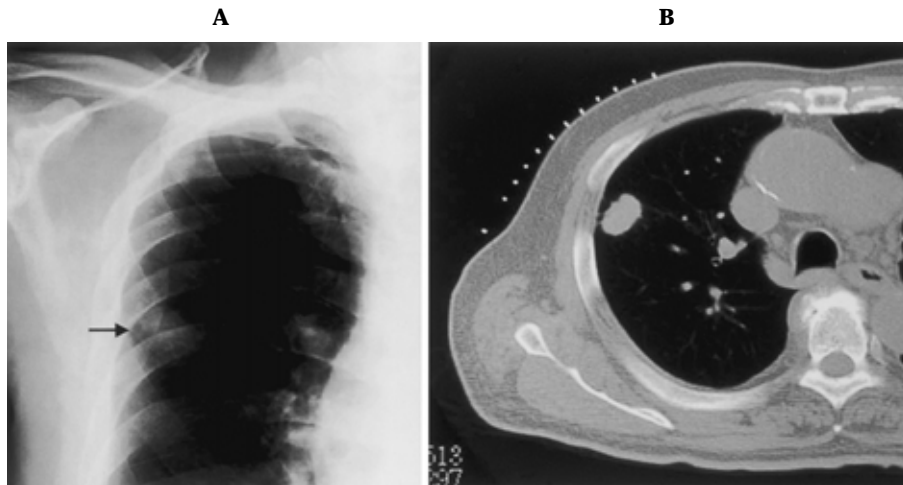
A. Chest X-ray shows an ill-defined tumor in the right upper lung field. B. Chest CT reveals a small oval nodule 2.0 cm in largest dimension with spicula formation in right S^{3b} with no findings suggestive of hilar or mediastinal lymph node metastasis.
